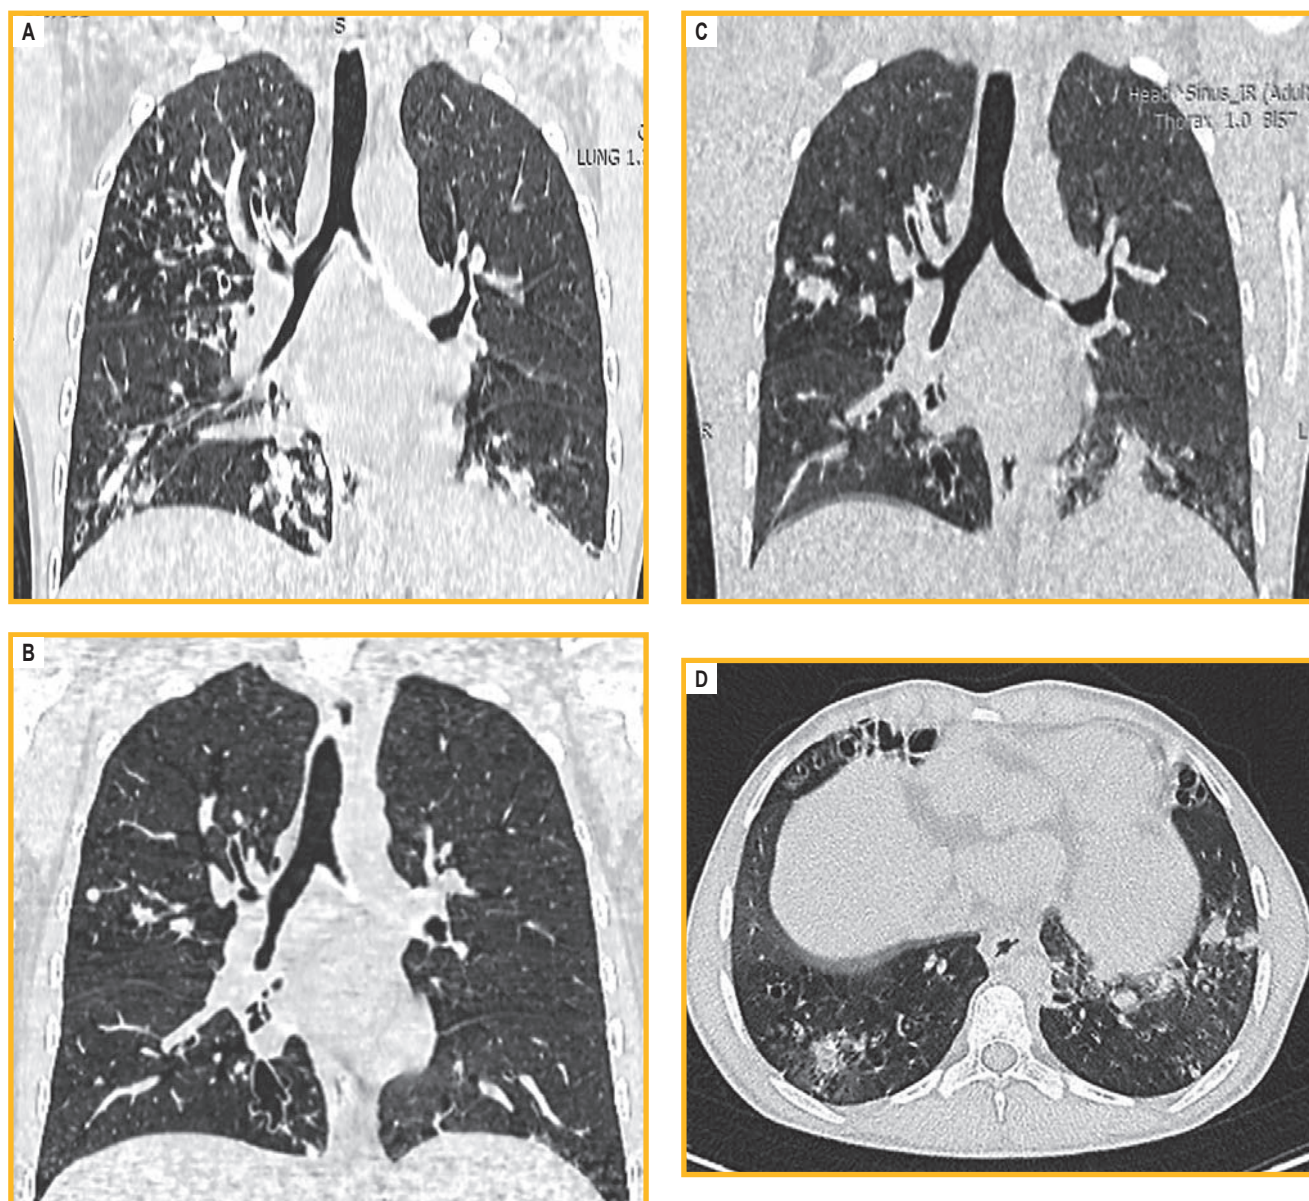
Компьютерная томография легких пациента П.: А – 2021 г., корональная проекция. С обеих сторон определяются бронхоэктазы, бронхоцеле и бронхогенные очаги, местами сливающиеся в участки консолидации; В – февраль 2024 г., корональная проекция. В сравнении с 2021 г. значительная положительная динамика в виде рассасывания инфильтрации и уменьшения количества очагов; С, D – август 2024 г. (С – корональная, D – аксиальная проекции). В сравнении с результатами компьютерной томографии органов грудной клетки от февраля 2024 г. отмечается отрицательная динамика: инфильтративные изменения в легких с двух сторон, разнокалиберные бронхогенные очаги, местами сливного характера
